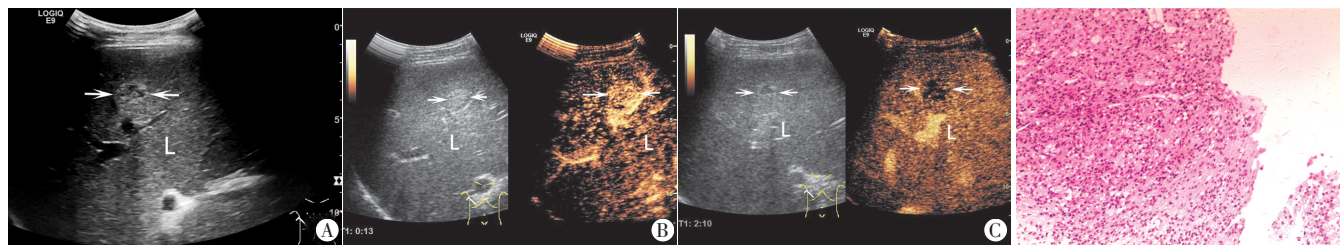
原发性肝脏T细胞淋巴瘤常规超声及超声造影图(L: 肝脏; 箭头示结节)
